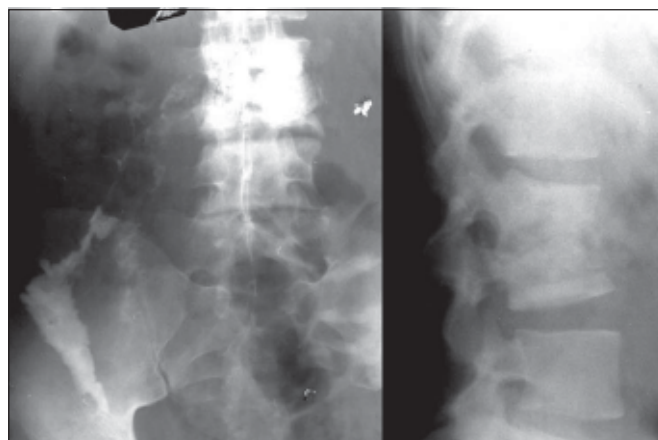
Туберкульозний спондиліт L₂-L₃a) Фістулографія. Візуалізація норицевих ходів, проникнення рентгенконтрасту в зону деструкції.б) Боковий оглядовий знімок. Візуалізація контактної деструкції сегментів L₂-L₃.
